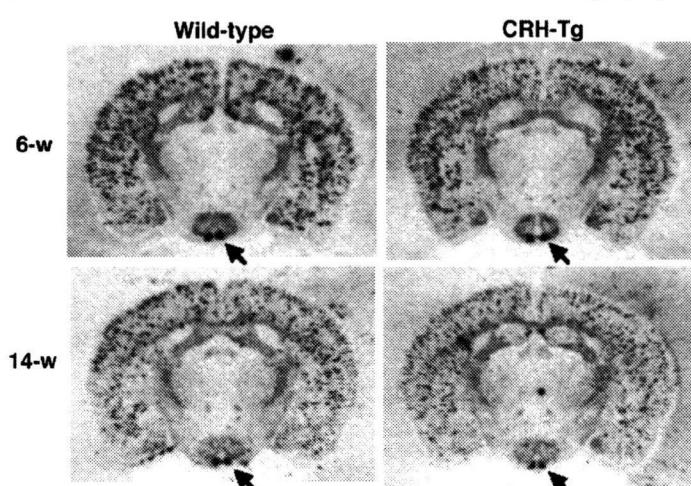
弓状核におけるPOMC mRNA発現 (Autoradiography)
